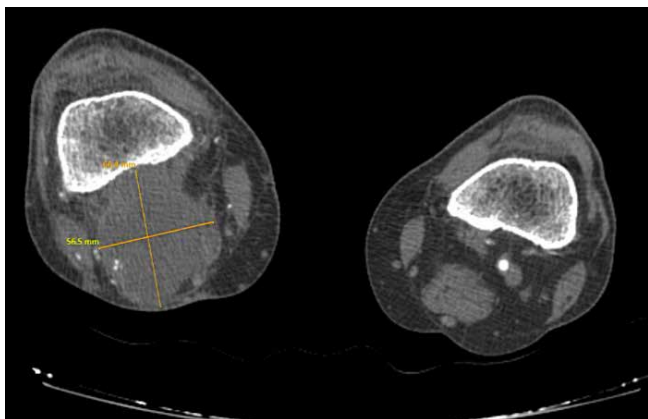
Компьютерная томография правой нижней конечности от 09.11.2022
